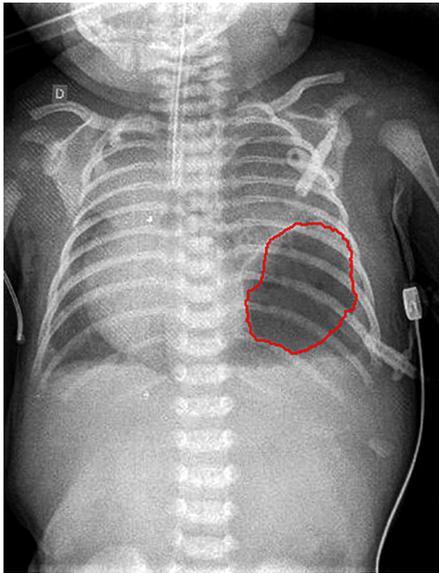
Radiografia de tórax e abdome demonstrando formação arredondada hipotransparente com nível hidroaéreo na metade inferior do hemitórax esquerdo (delimitado em vermelho), compatível com bolha gástrica. Associa-se opacidade na metade superior desse hemitórax e desvio das estruturas do mediastino para o lado oposto. A opacidade presente na metade superior do hemitórax esquerdo pode corresponder à atelectasia ou hipoplasia pulmonar.
